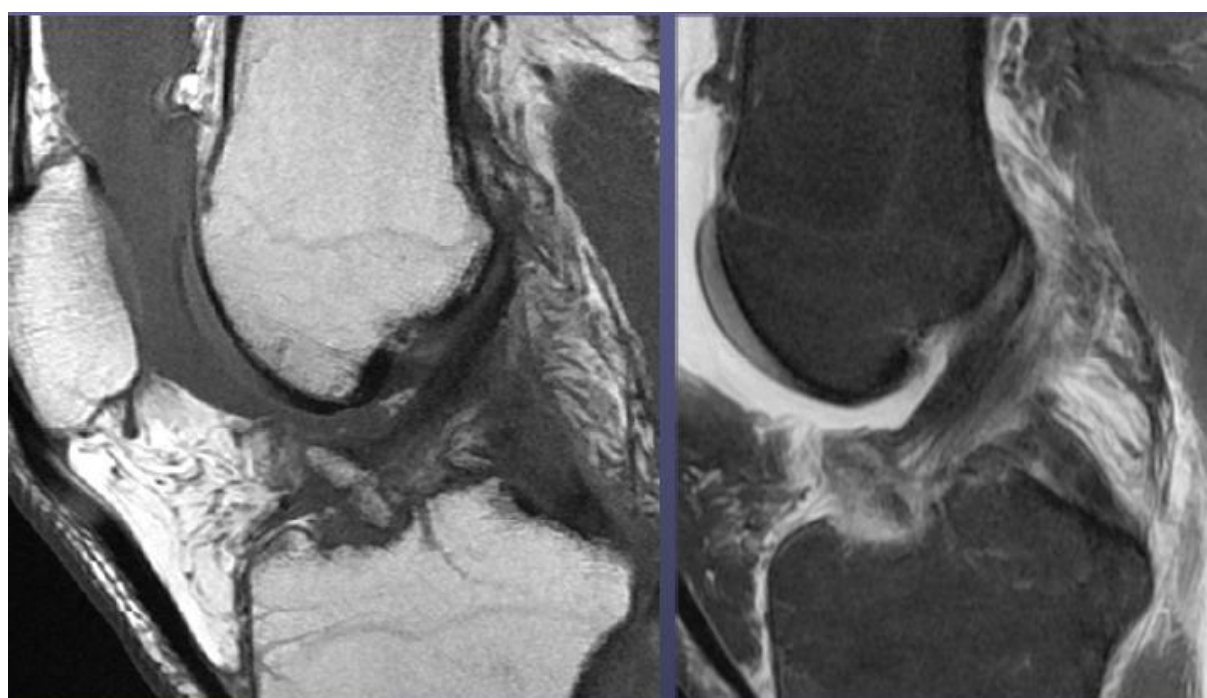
aspect en avulsion osseuse du LCA sur l'IRM [13]
